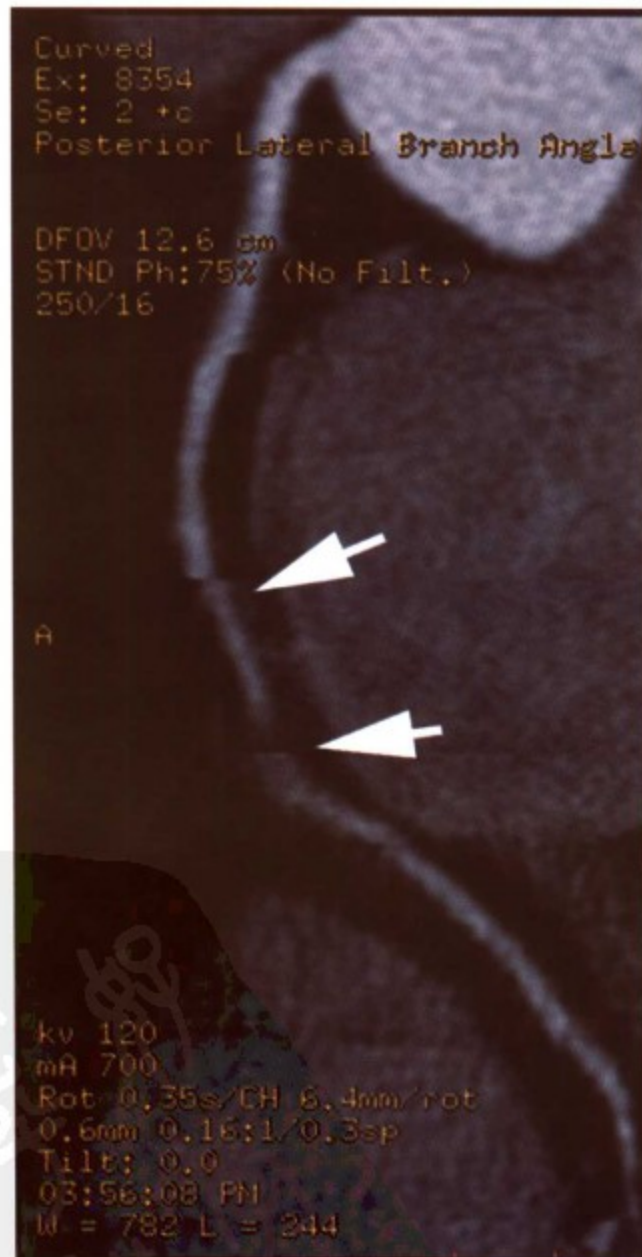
右冠状动脉 128 层 MSCT 的 CPR 重建图像，由于患者在 CT 成像期间出现心率增快，图像质量不良，影响了对图像结果的判断（箭头所指）
